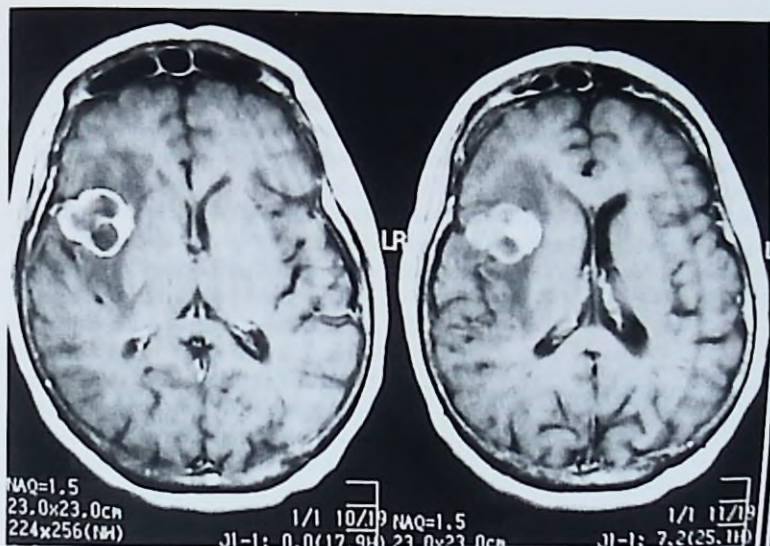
Mujer de 73 años atendida por síndrome confusional de 1 mes de evolución atribuible a estado de mal epiléptico no convulsivo. La secuencia T1 de resonancia magnética con gadolinio revela neoformación frontal derecha con edema perilesional y efecto de masa, que se atribuyó posteriormente a metástasis de origen pulmonar.
